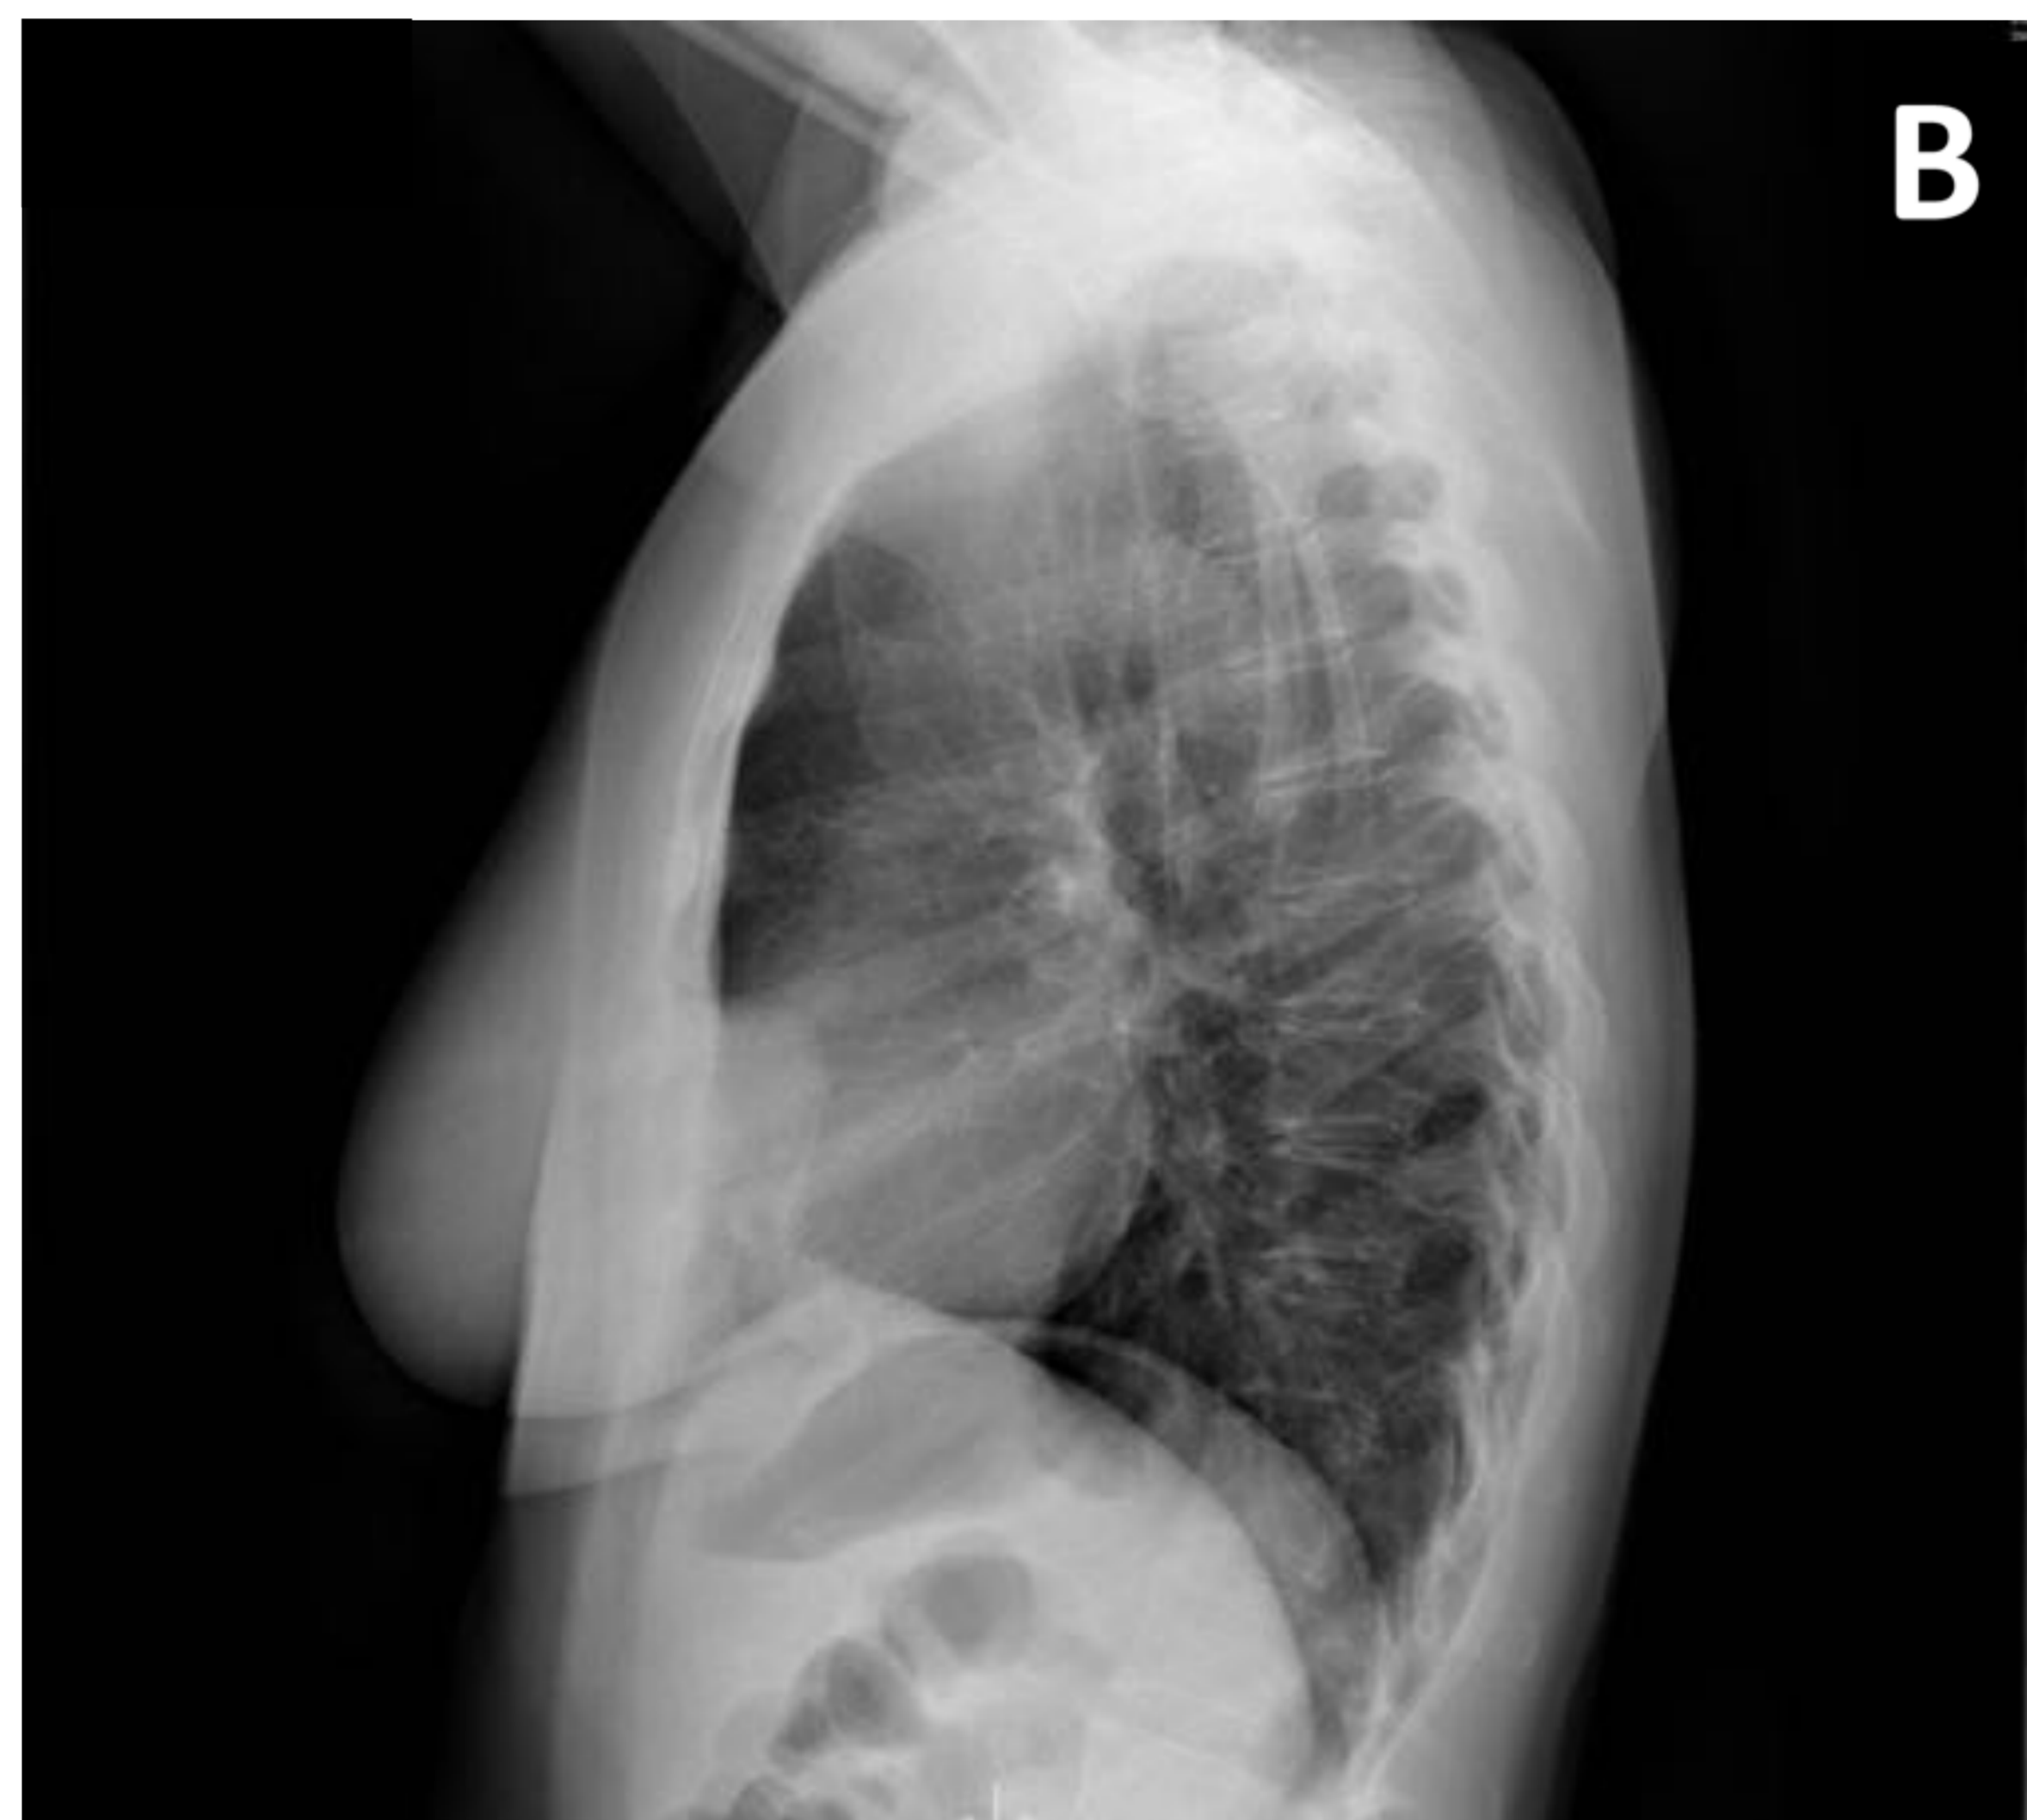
Radiografía de tórax en proyecciones posteroanterior (A) y lateral (B). Masa homogénea en contacto con la pleura costal anterior del lóbulo medio.
